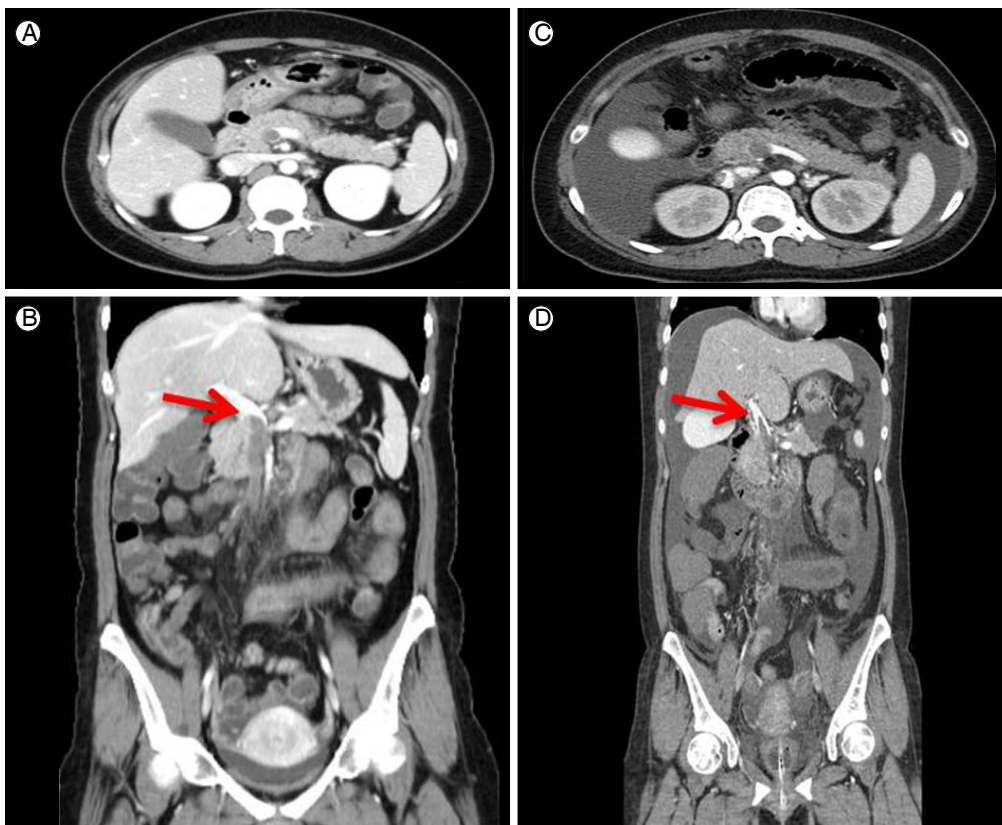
An outside abdominal computed tomography (CT) showed diffuse venous thrombosis (arrow) of the main portal vein and SMV (A: axial view, B: coronal view). On admission, abdominal CT showed diffuse venous thrombosis (arrow) of the left main portal vein and SMV. Venous ischemia or infarction of the small bowel and the right side of the colon with a large amount of ascites is noted (C: axial view, D: coronal view). SMV, superior mesenteric vein.
